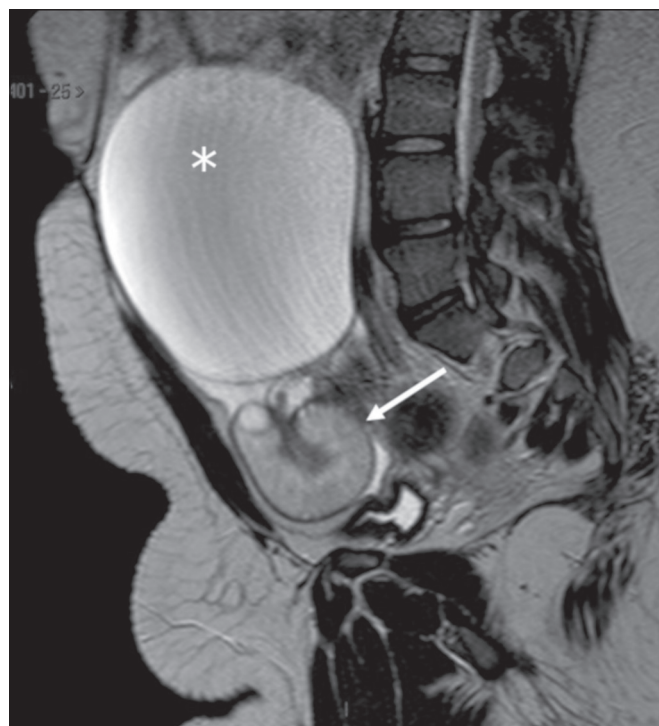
Imagem de RM, em plano sagital, na ponderação em T2. Observa-se trompa uterina espessada, com espessura de 1,4 cm (seta). Identifica-se volumosa formação cística anexial (cisto paraovariano – asterisco).
